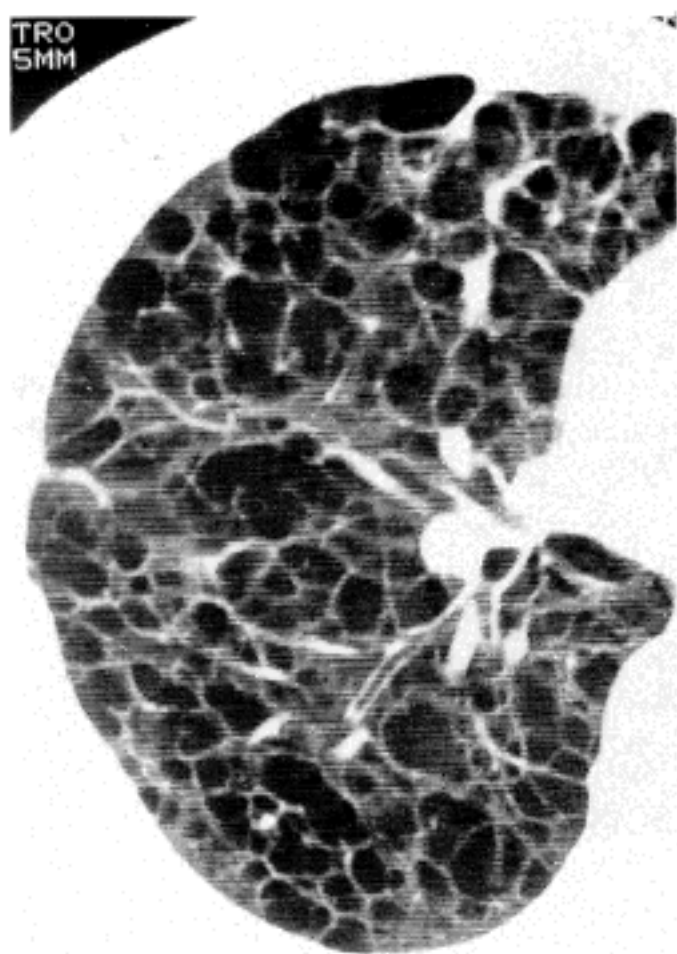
A 31-year-old woman with lymphangiomyomatosis. High-resolution CT obtained at the level of the opening of right middle lobar bronchus shows uniform sized, smooth, and uniformly thick walled cysts distributed throughout the lung.
